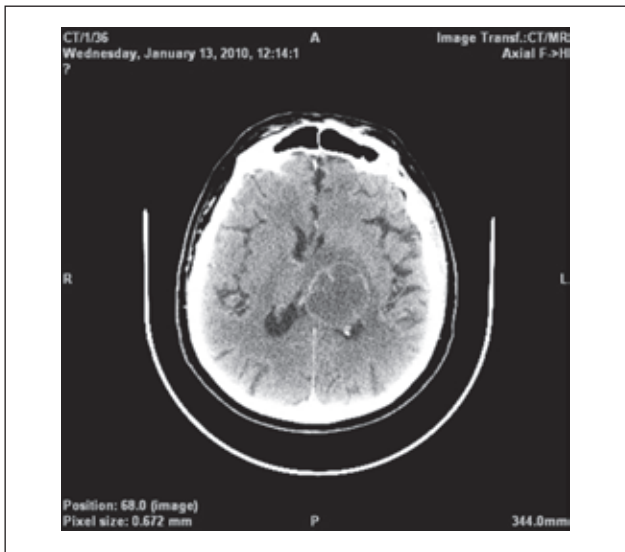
Кістозне новоутворення таламічної ділянки зліва. КТ головного мозку з внутрішньовенним підсиленням
